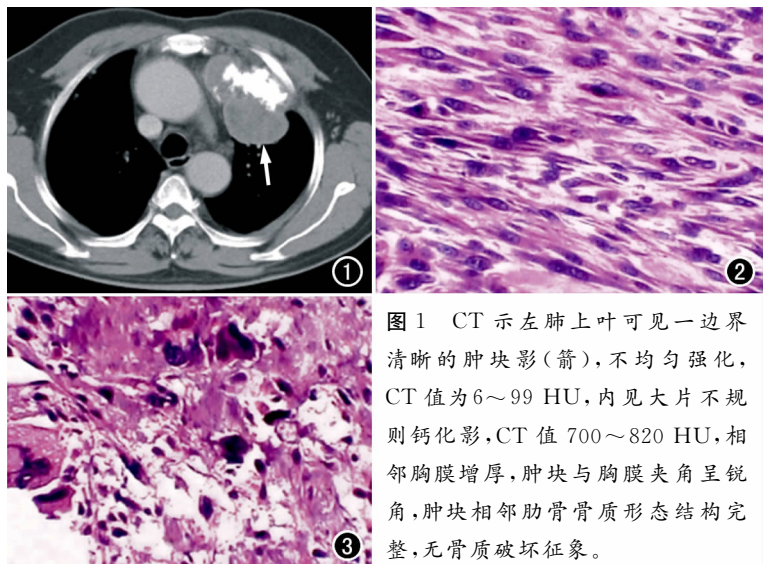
CT 示左肺上叶可见一边界清晰的肿块影(箭), 不均匀强化, CT 值为 $6 \sim 99\text{ HU}$, 内见大片不规则钙化影, CT 值 $700 \sim 820\text{ HU}$, 相邻胸膜增厚, 肿块与胸膜夹角呈锐角, 肿块相邻肋骨骨质形态结构完整, 无骨质破坏征象。
